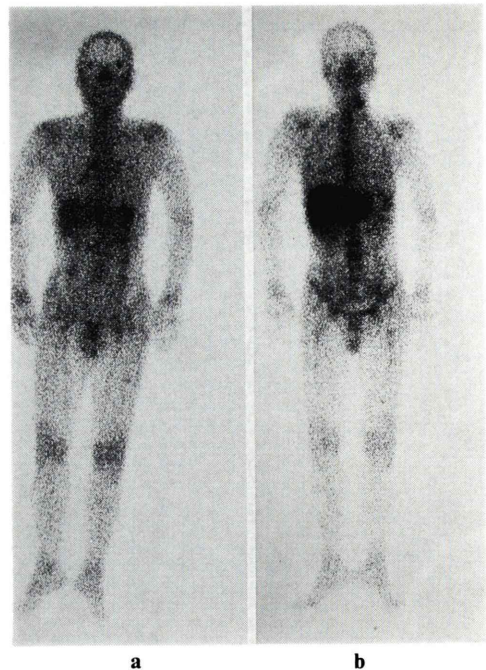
60 yo. M. Laryngeal cancer. a: scintigraphy on 1987.2; normal liver uptake, b: scintigraphy on 1987.7; increased liver uptake.
